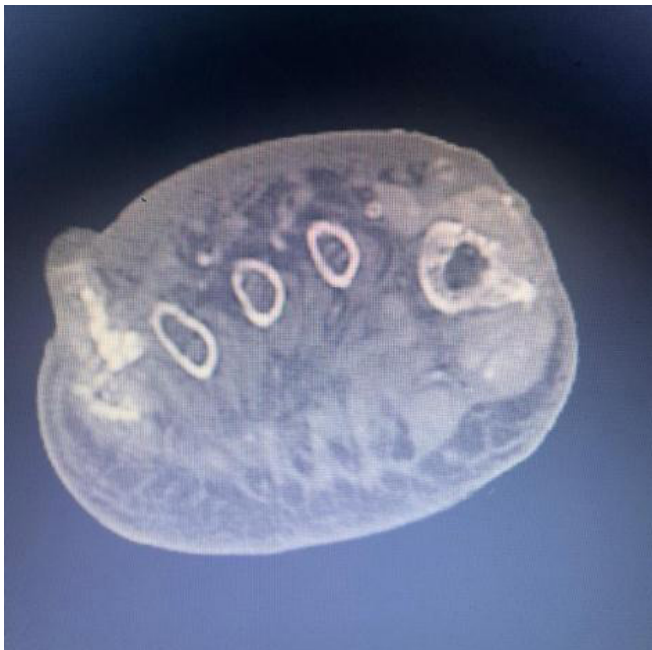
TC do pé (corte axial). Depósitos hiperdensos periarticulares compatíveis com tofos nas metatarsofalângicas, com erosões marginais, mais evidentes na 1ª MTF. Padrão típico de gota crônica.
